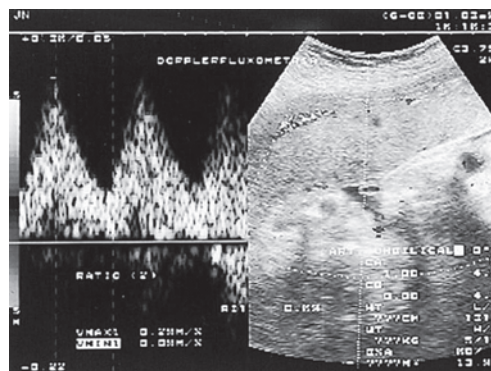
Dopplervelocimetria da artéria umbilical com morfologia normal.
